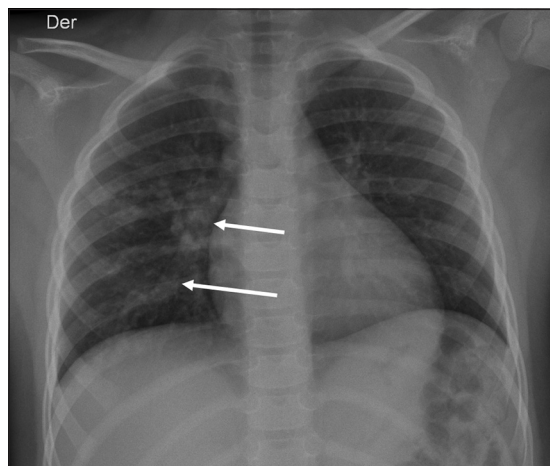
Radiografía de tórax PA: imágenes intersticiales y vasculares prominentes en pulmón derecho (flechas).
